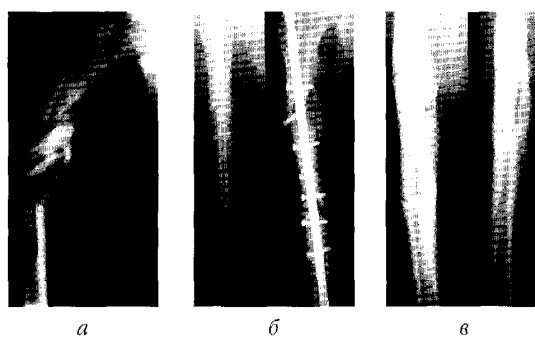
Рентгенограми хв-го М.: а – до операції; б – через 3,5 міс. після БІМПО КМПФ-2 С; в – після видалення фіксатора
